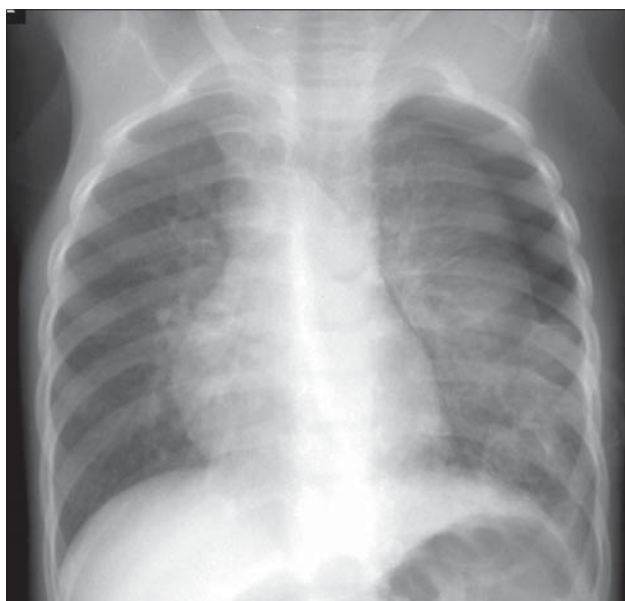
Pneumotorace în stânga. Radiografie toracică PA. Transparență apicală și laterotoracică stânga, cu structură omogenă și fără vase. Bandă transparentă lângă conturul stâng al cordului. Plămânul stâng prezintă atelectazie de compresie.
